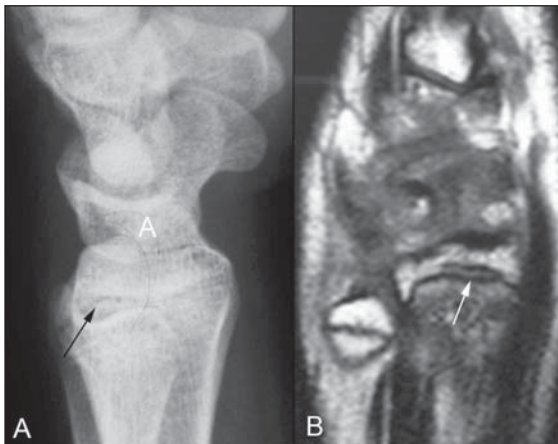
Fratura Salter Harris tipo I. Radiografia em perfil (A) e RM ponderada em T1 no plano sagital (B) do punho direito evidenciam alargamento da porção posterior da fise do rádio e discreta irregularidade das margens ósseas adjacentes (setas).
